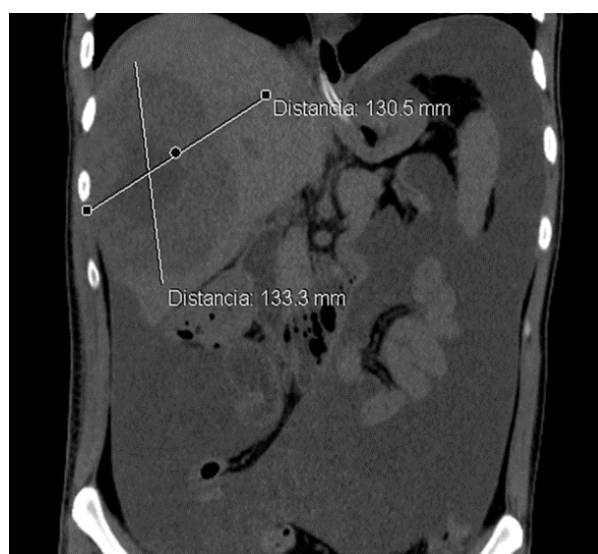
Imagen de tomografía computarizada de abdomen, corte coronal en el cual se observa imagen hipodensa heterogénea localizada en los segmentos VI y VII del hígado, sugestivo de absceso hepático con diámetros mayores de 133 x 130 mm, abundante líquido en cavidad abdomino pélvica, resto de características normales.
